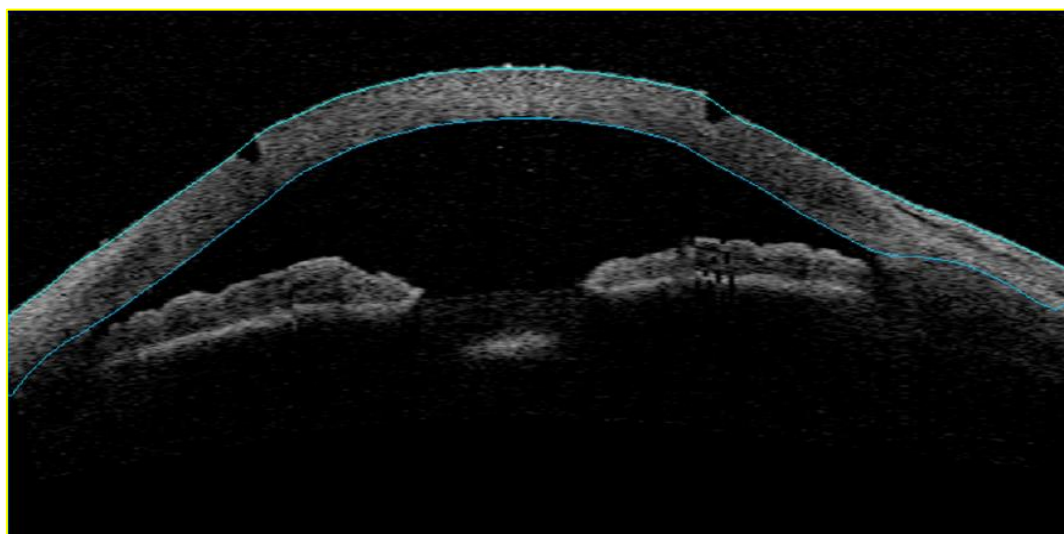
Оптическая когерентная томография роговицы кадаверных глаз непосредственно после проведения клиновидной фемторезекции роговицы
